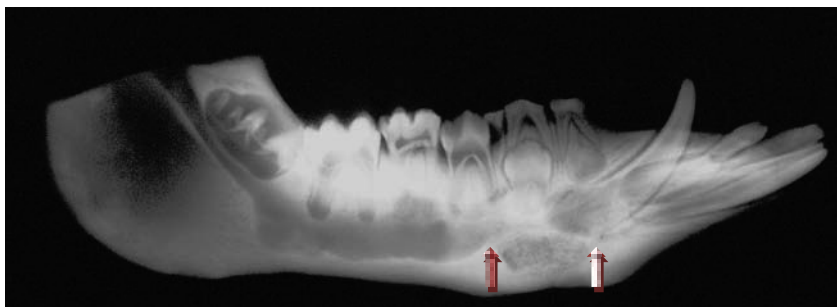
NanoBone®: Röntgenaufnahme 5 Wochen p. i (Gruppe P)
